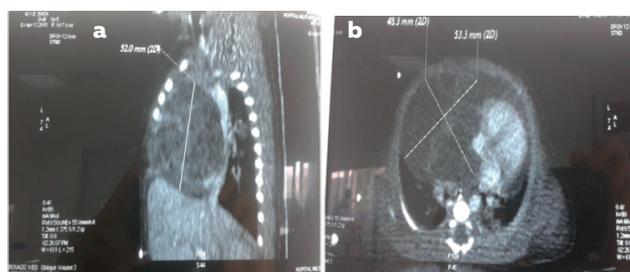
a-b Axial view of thorax on CT scan showing anterior mediastinal mass with predominant cystic component (a). Sagittal view of thorax on CT scan showing a large cardiac cystic mass (b).
